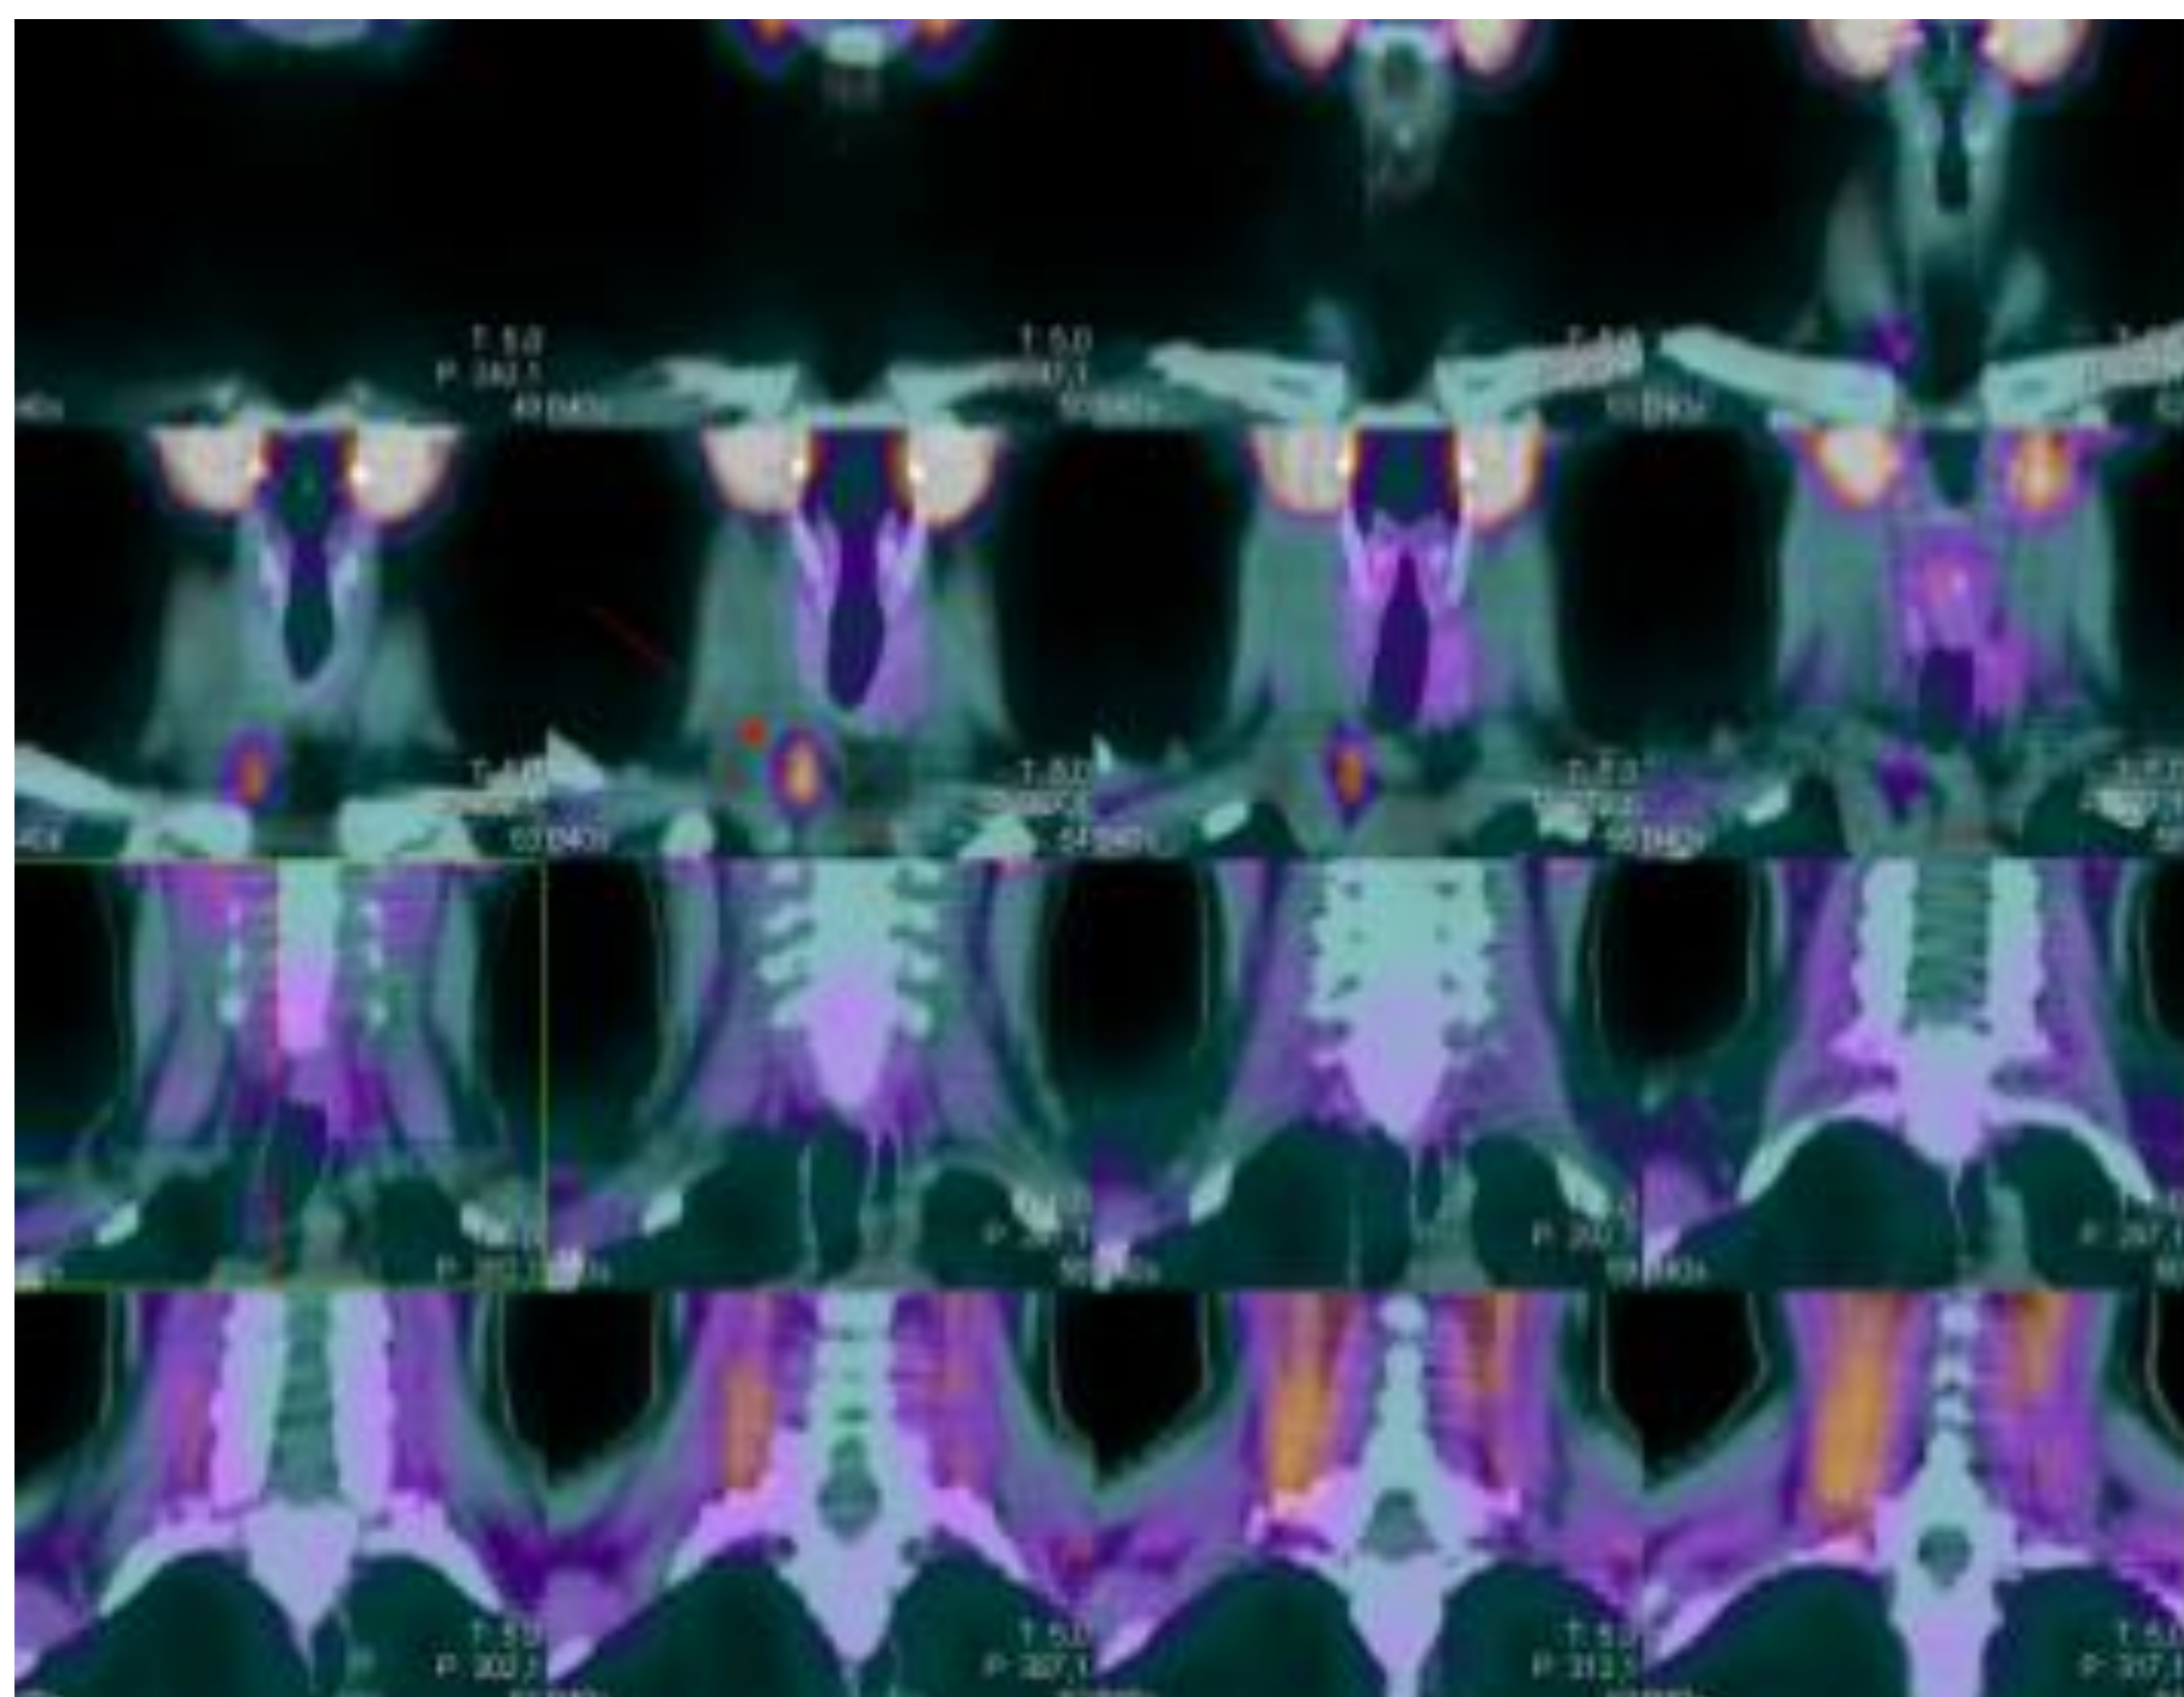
SPETC-TC y gammagrafía de paratiroides en la que se observa adenoma ectópico inferior derecho con ecografía normal .
